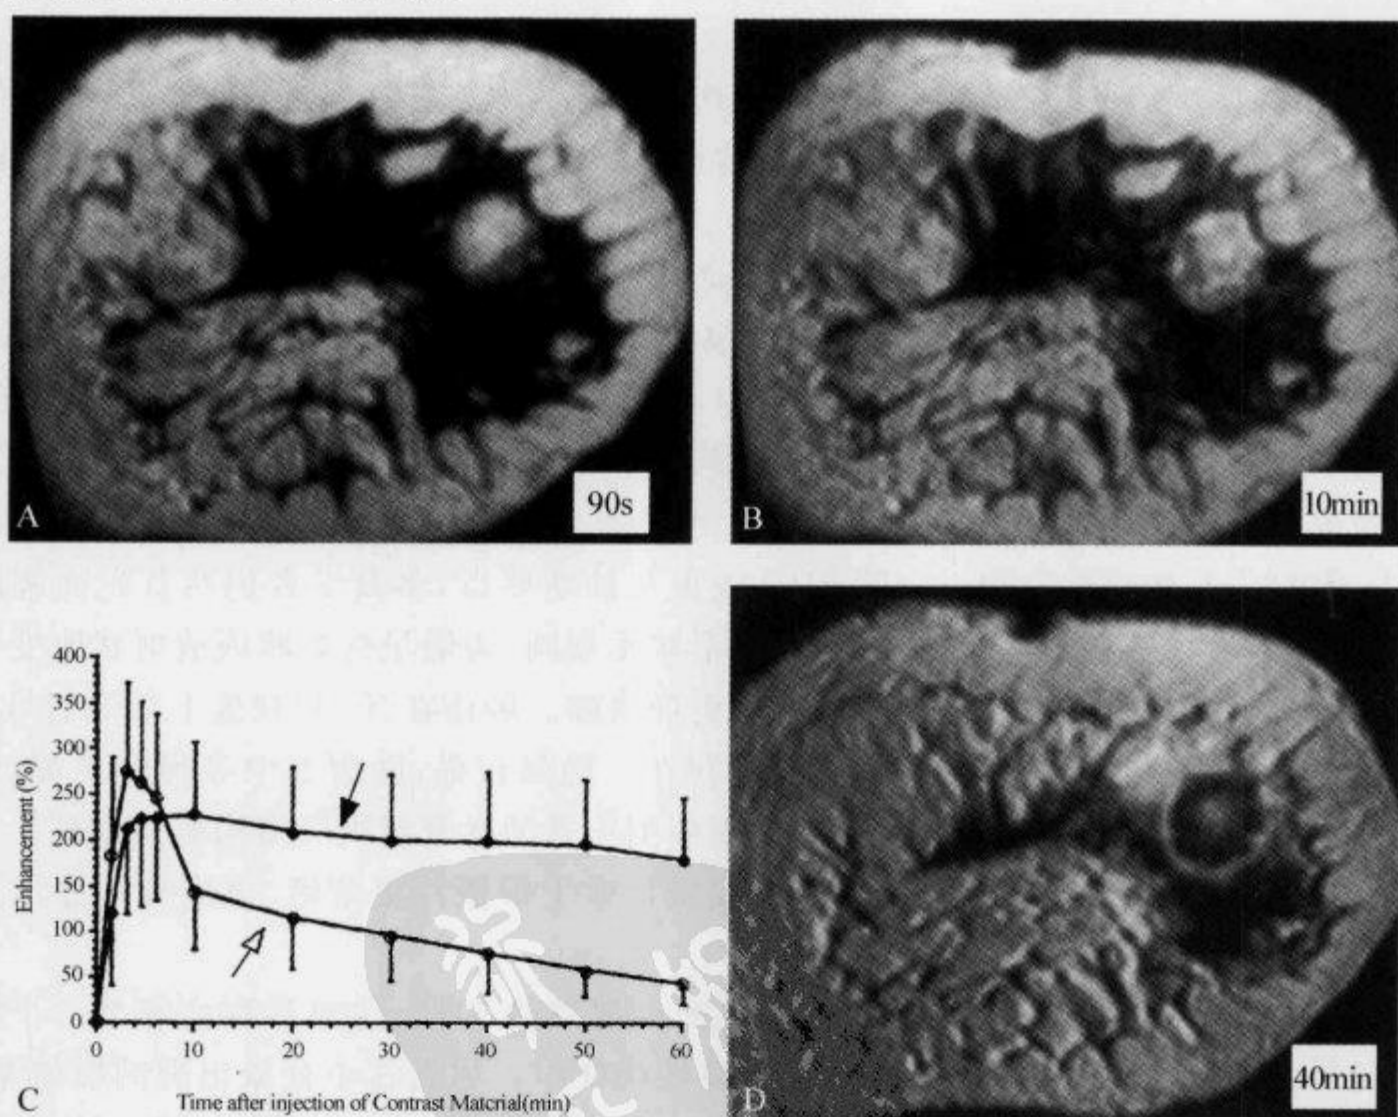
冠状位 T_1 WI MRI 动态增强示“外周廓清征”
